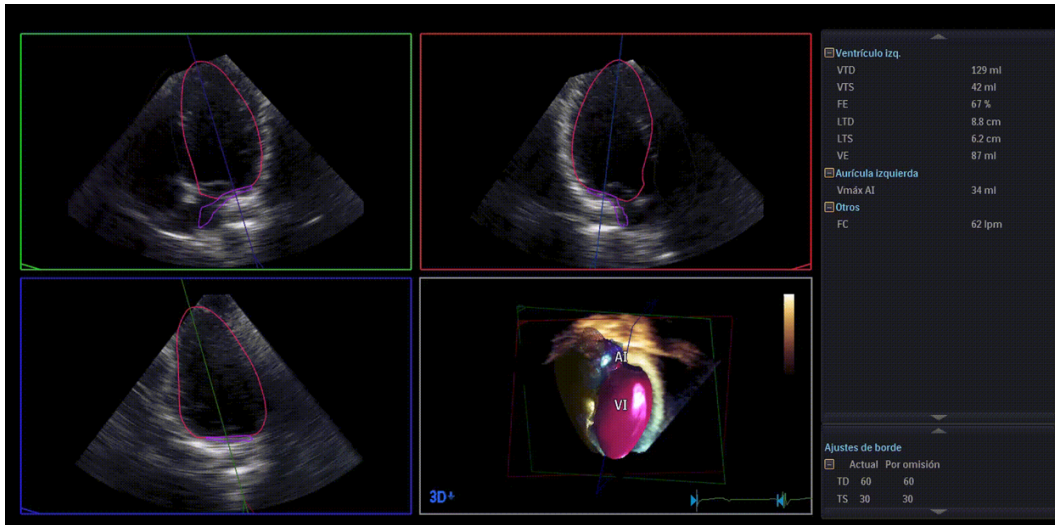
Ecocardiograma 3D para función ventricular izquierda.
